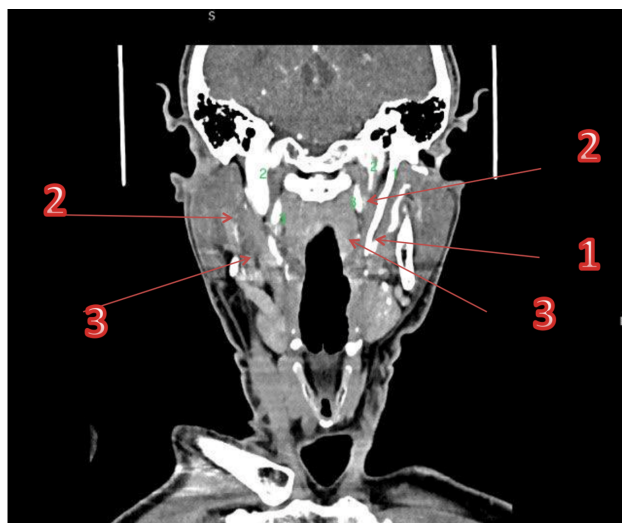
КТ шилоподібних відростків (1 – шилоподібний відросток, 2 – внутрішня яремна вена, 3 – внутрішня сонна артерія)
